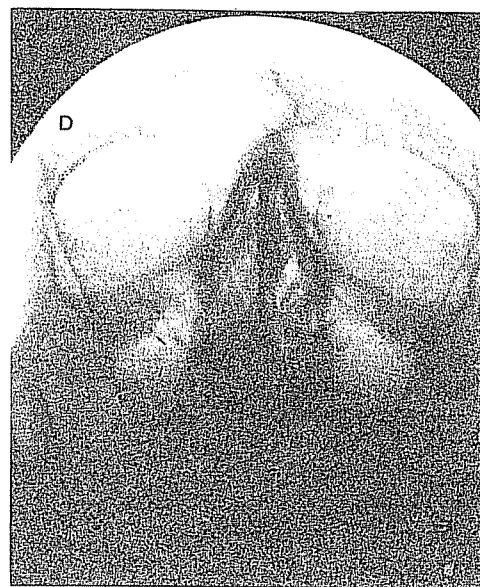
Radiografia dos seios paranasais em posição mentonasal. Espessamento da mucosa do seio maxilar direito.
